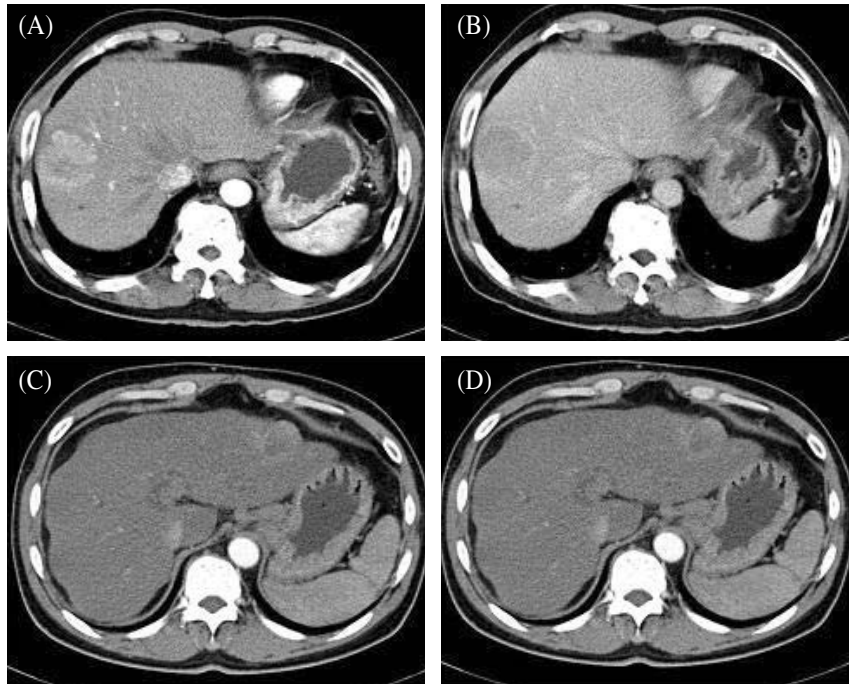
Radiologic finding (A) Early phase enhanced CT scan shows tumor is located in right lobe with 4.8cm sized diameter. Mass shows high attenuation, (B) Delayed phase enhanced CT scan reveals low attenuated mass lesion margin clear like HCC. Mass is reconized as hepatocellular carcinoma pattern, (C) Early phase enhanced CT scan shows tumor is olcated in left lobe with diameter of 4cm. Mass show relatevely low attenuation of central area with peripheral enhancement. (D) Delayed phase enhanced CT scan shows inner part of mass was gradually enhanced. Mass is reconized as cholangiocarcinoma.
